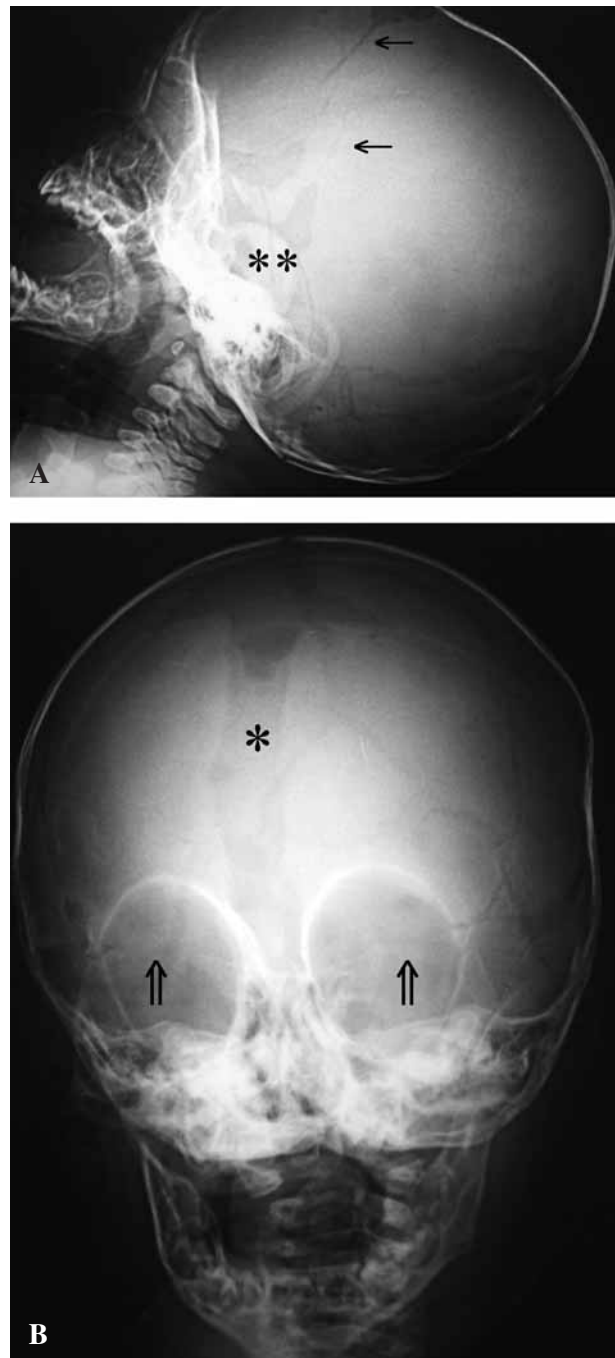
Resultado postoperatorio inmediato. A y B) Telerradiografías donde se observan la resección de la sutura metópica (*), las osteotomías frontales (→), de techos orbitarios(==>) y resección pterional ().
